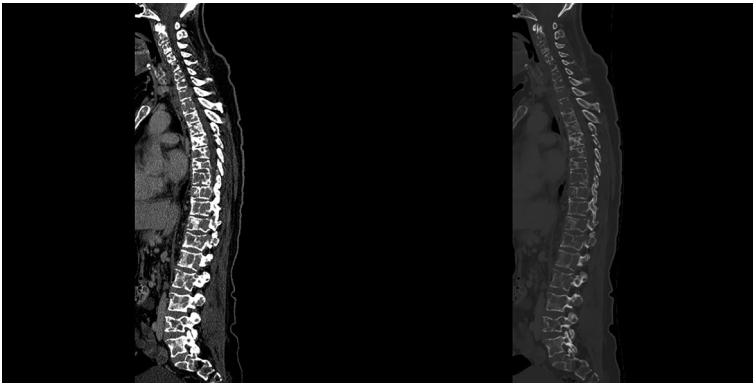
43 yaş erkek hastada vertebralarda, sagittal ve koronal BT kesitlerinde yaygın litik lezyonlar
